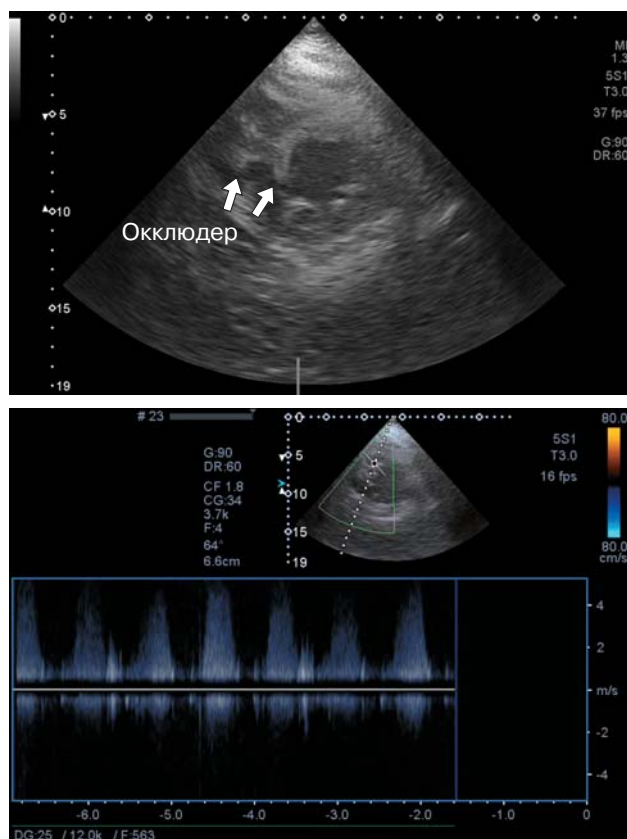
Эхокардиограмма непосредственно после процедуры.
